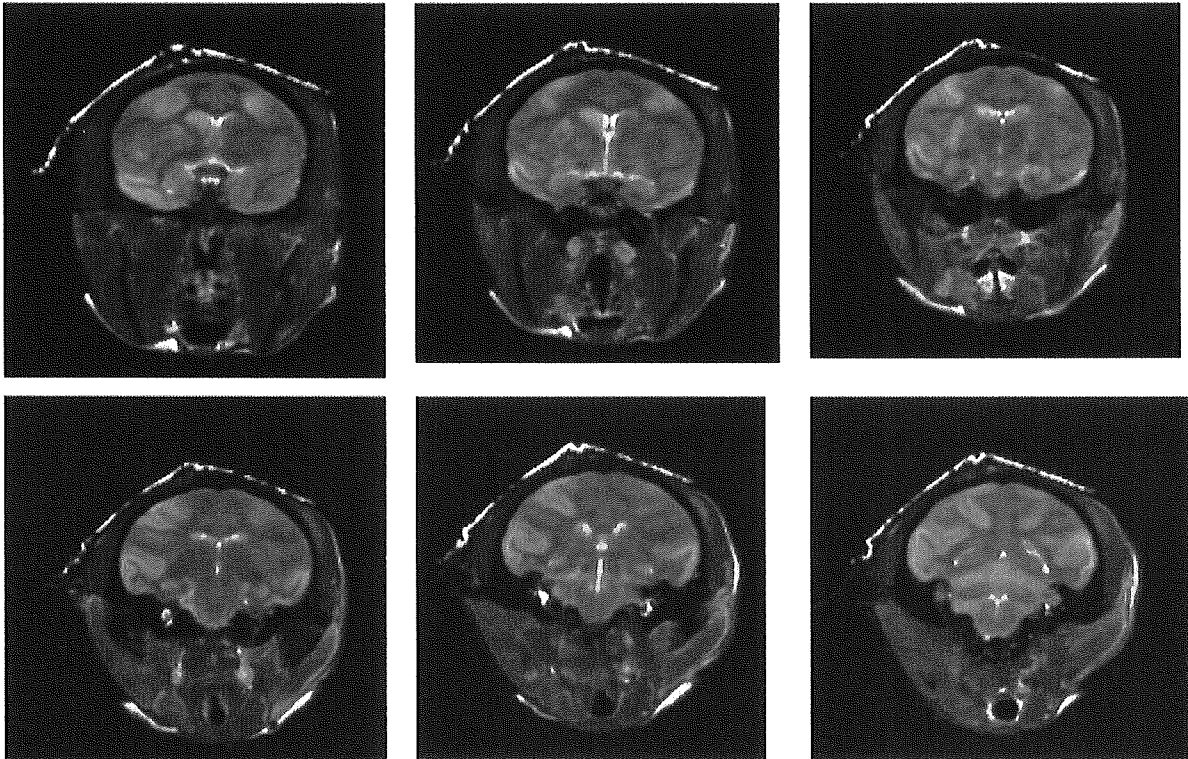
#011(全脳虚血)2日目MRI像(T2強調画像)
